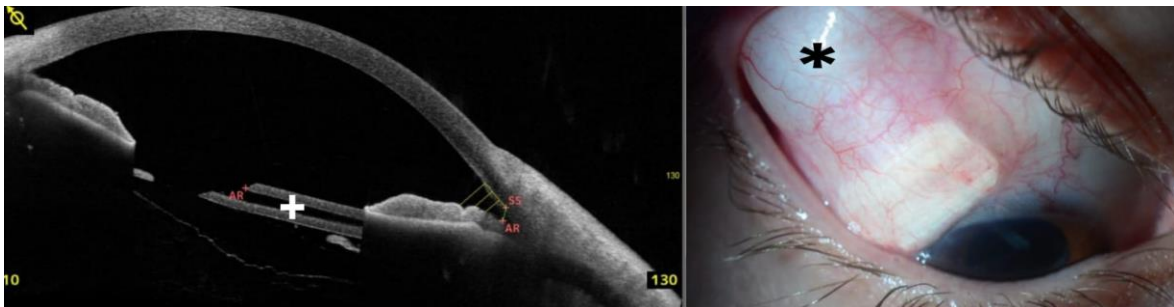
Izquierda: tomografía de coherencia óptica de polo anterior que muestra válvula de Ahmed con tubo de la válvula (+) en cámara posterior. Derecha: Fotografía polo anterior que muestra el reservorio de la válvula de Ahmed (*). Imagen cedida por Dr. Montolío-Marzo.
